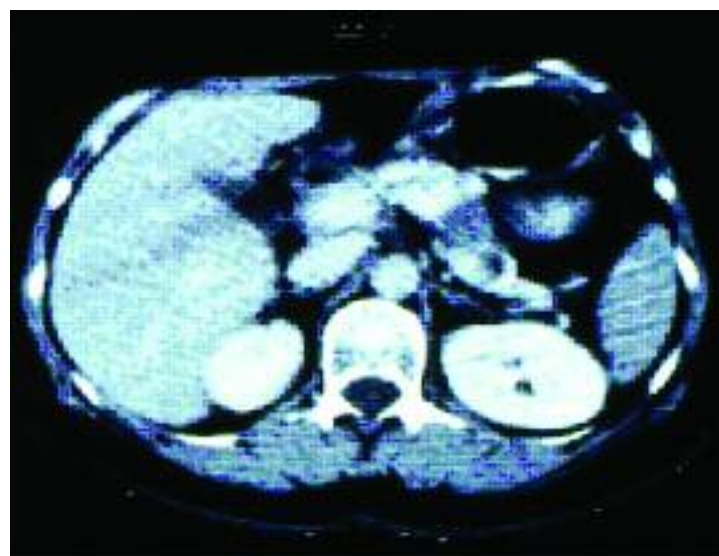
TAC de Abdomen. Insulinoma Pancreático
